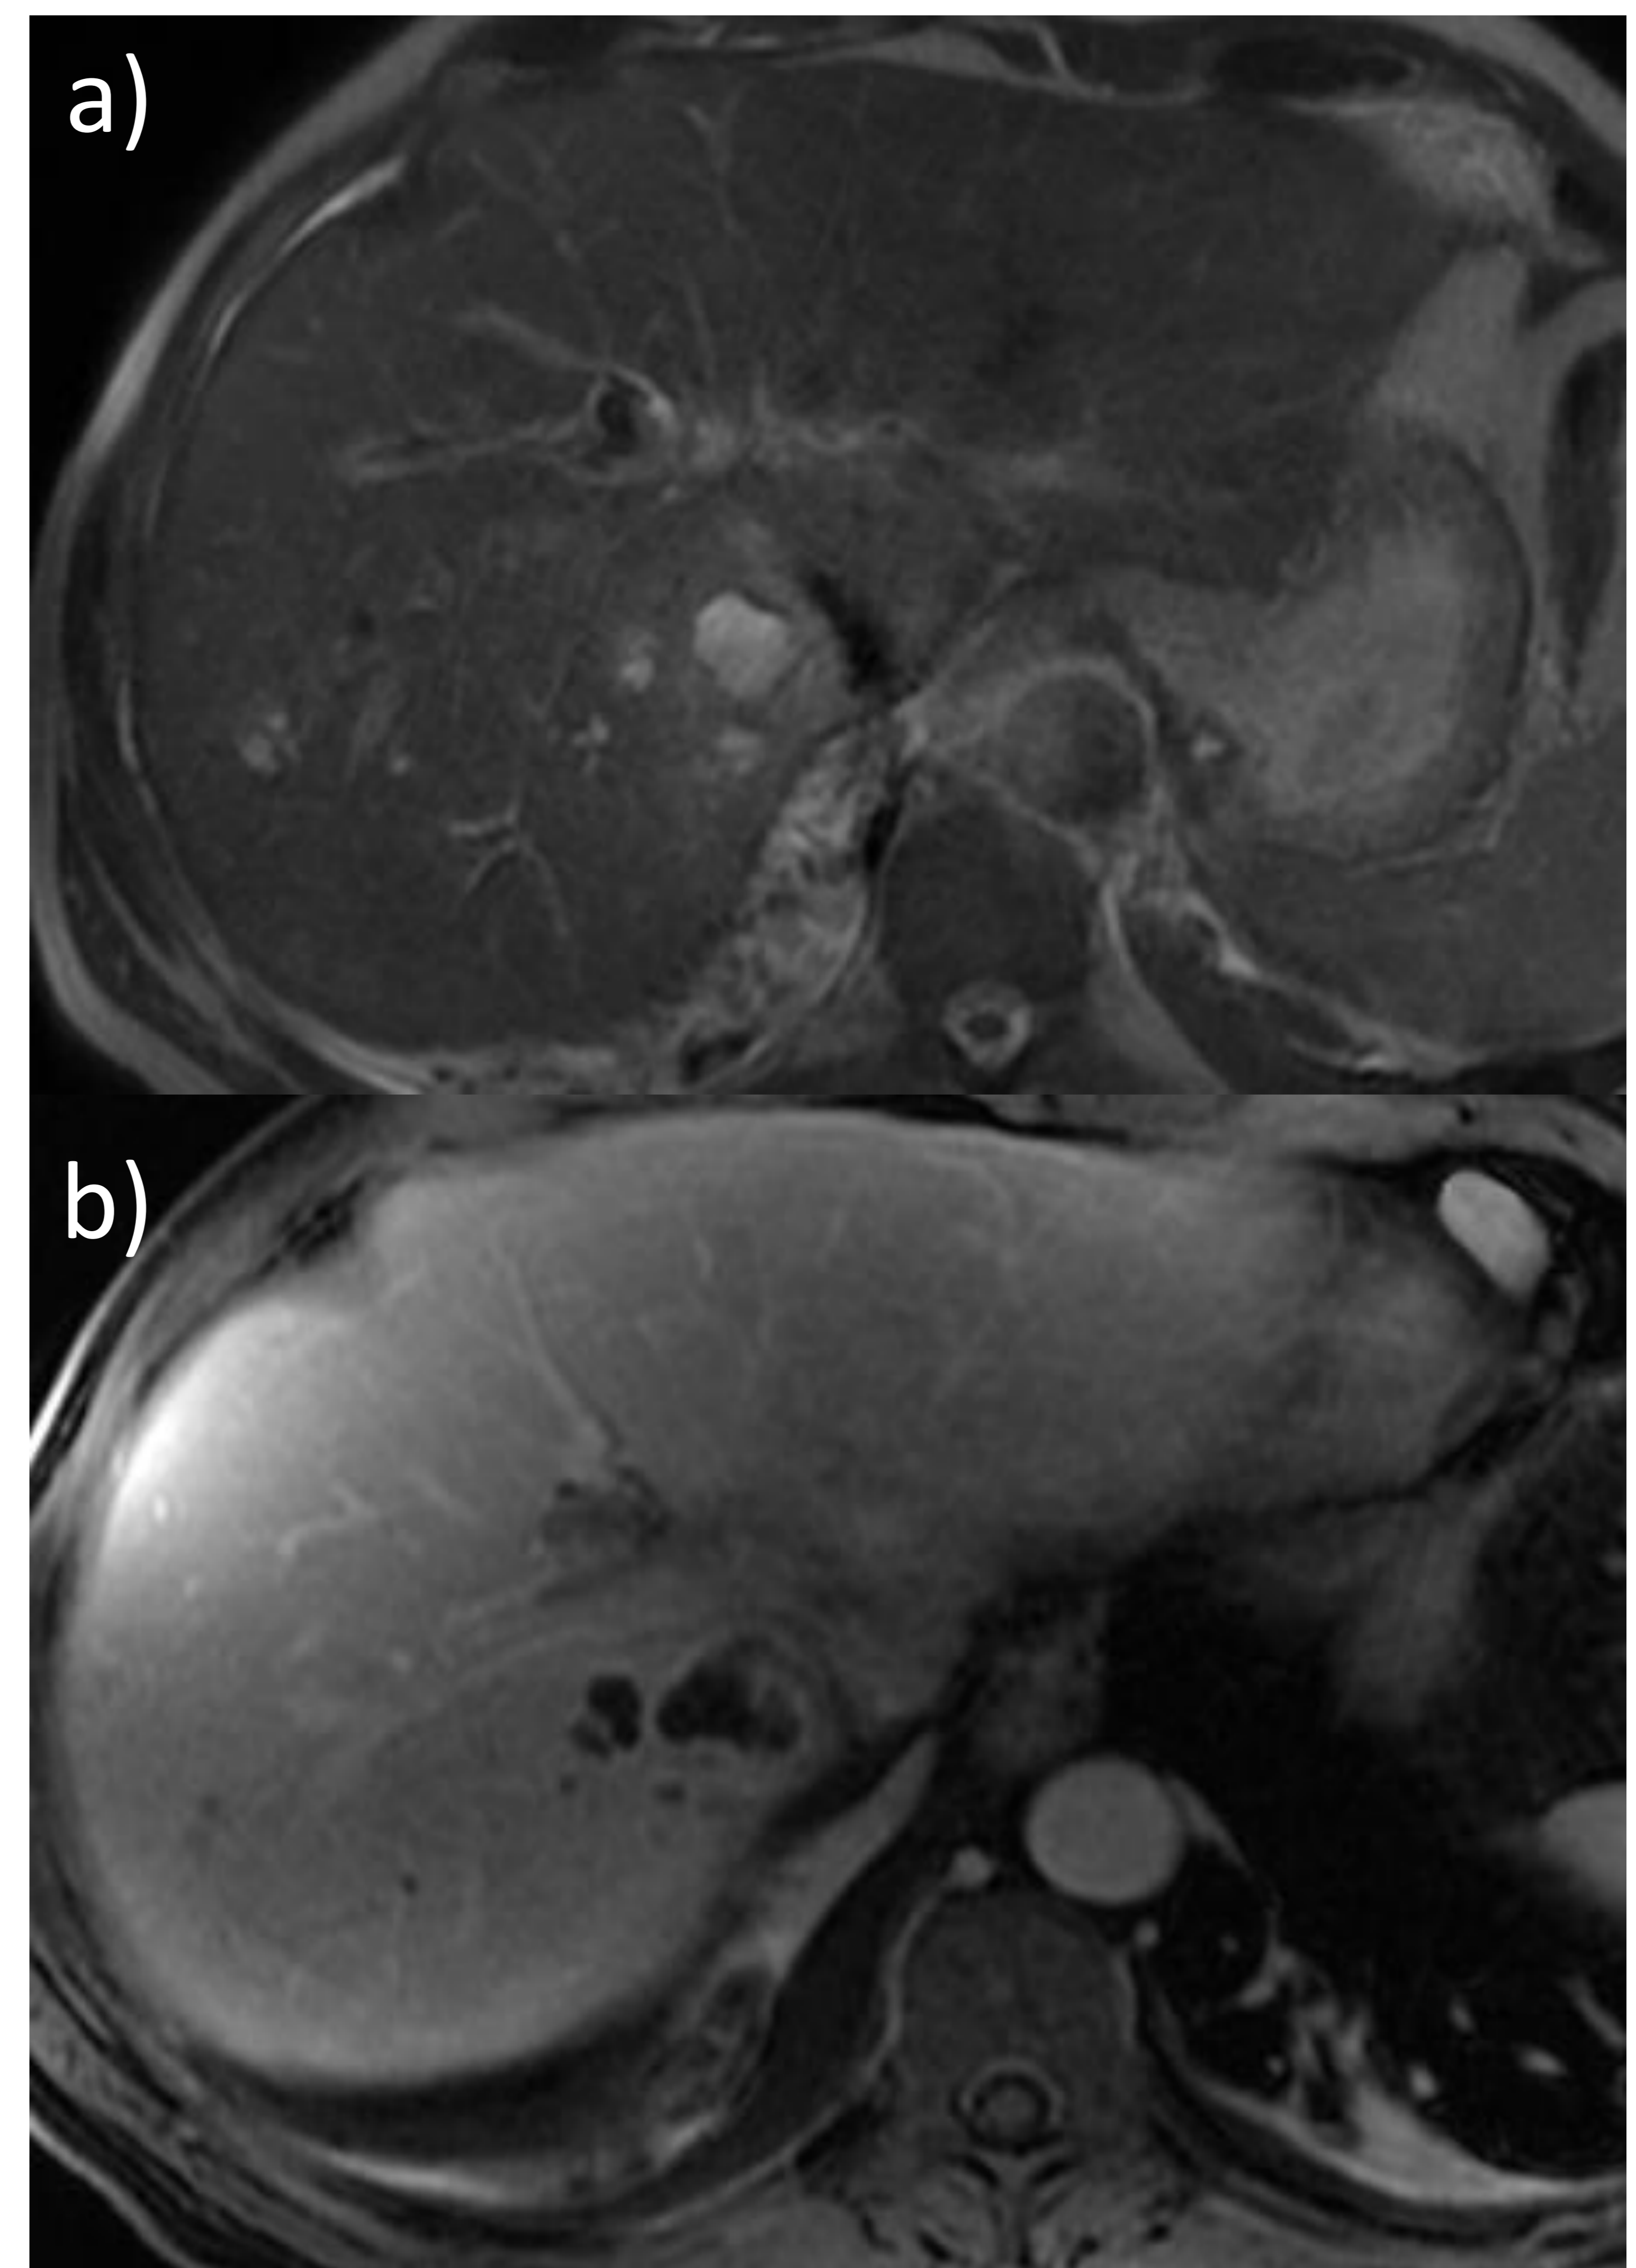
RM axial T2 (a) y T1 + gadolinio en fase portal (b).
